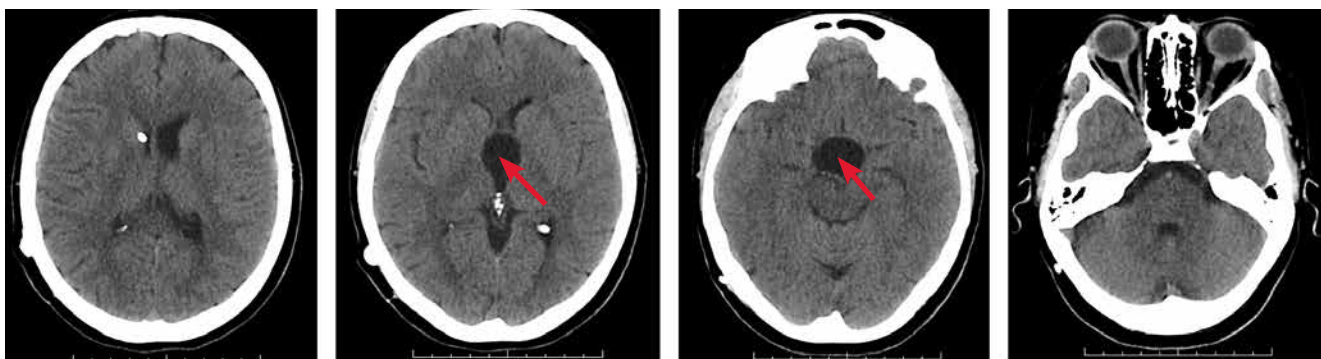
Компьютерная томография головного мозга в аксиальной плоскости при поступлении в стационар (2018 г.). Кистозное объемное образование III желудочка (указано стрелкой)
